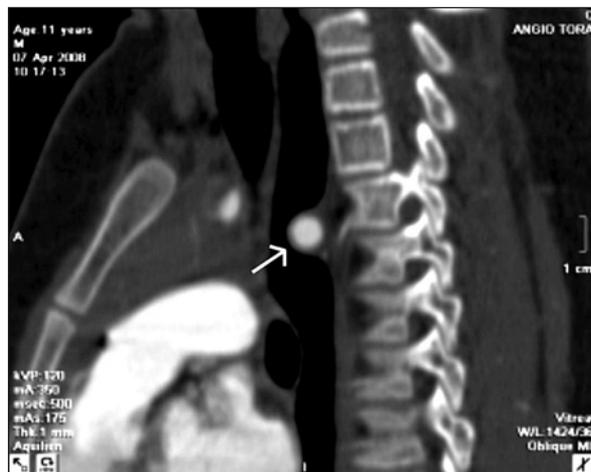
Angiotomografia do coração. A seta indica a artéria subclávia esquerda comprimindo parcialmente o esôfago.
